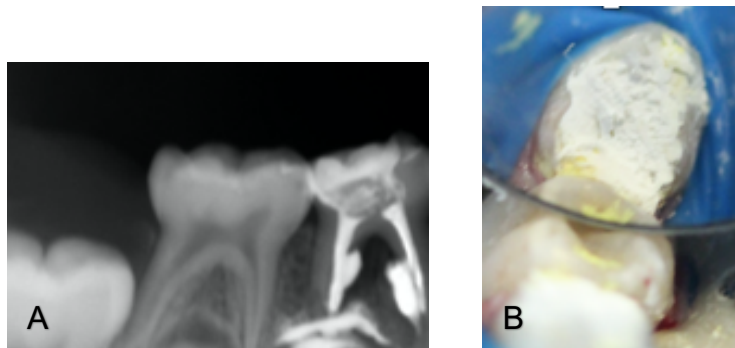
A) radiografía periapical final inmediata. B) fotografía clínica inmediata de OD #84.
